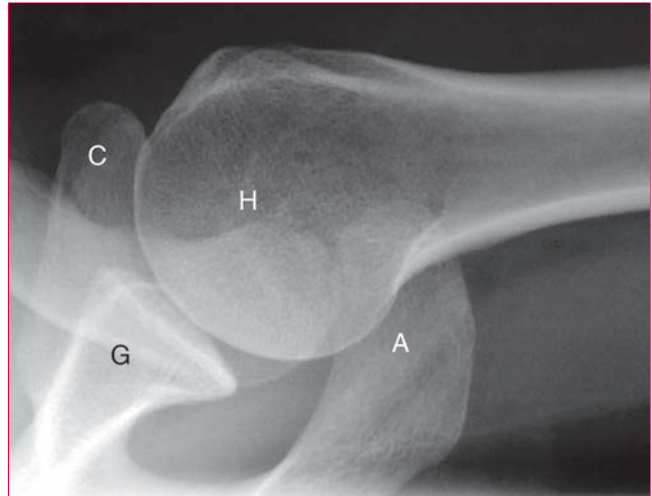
Radiografía del hombro en proyección axilar. A: acromion; C: apófisis coracoides; G: cavidad glenoidea; H: húmero.
